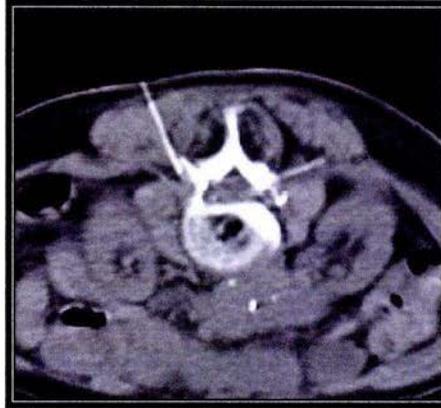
Bloqueo peri neural guiado por TAC.
